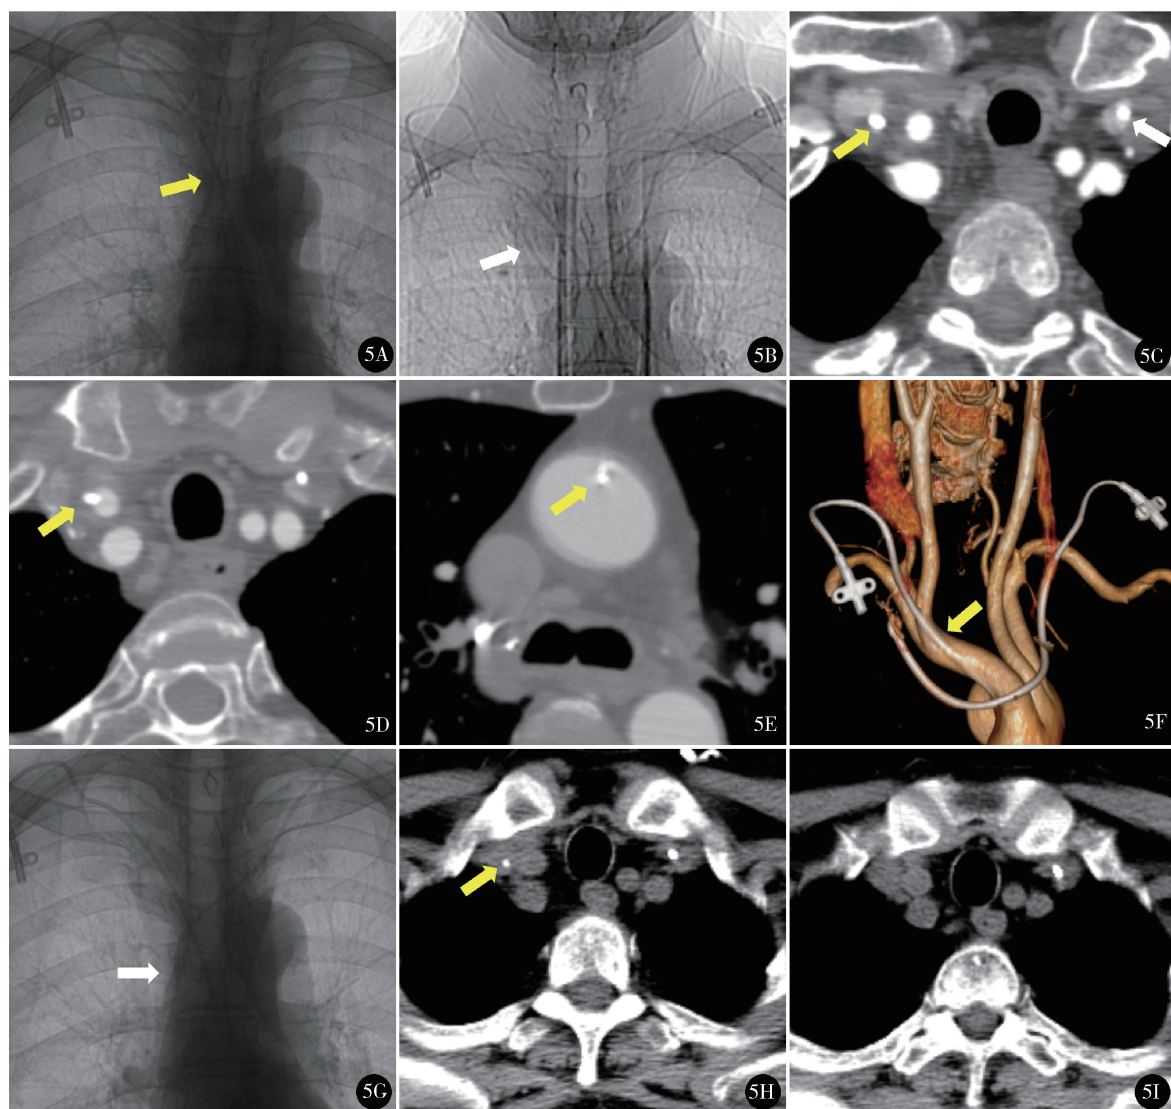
例5右侧颈内静脉穿刺置管影像学资料:A.胸部正位X线片显示右侧导管(黄箭头)向左侧走行过度;B.胸部CTA显示左侧导管(白箭头)头端向右侧颈内静脉走行;C.胸部CTA显示右侧导管(黄箭头)贯穿颈内静脉,左侧导管(白箭头)进入颈内静脉内;D.胸部CTA显示右侧导管(黄箭头)进入颈总动脉;E.胸部CTA显示右侧导管(黄箭头)头端位于主动脉弓内;F.胸部CTA显示右侧导管(黄箭头)于接近头臂干分叉处进入颈总动脉;G.胸部正位X线片显示左侧导管(白箭头)头端向上腔静脉走行;H.胸部CT显示右侧导管(黄箭头)头端已退至颈总动脉-颈内静脉间隙,周边未见出血;I.完全拔除右侧导管后胸部CT显示局部未见出血
